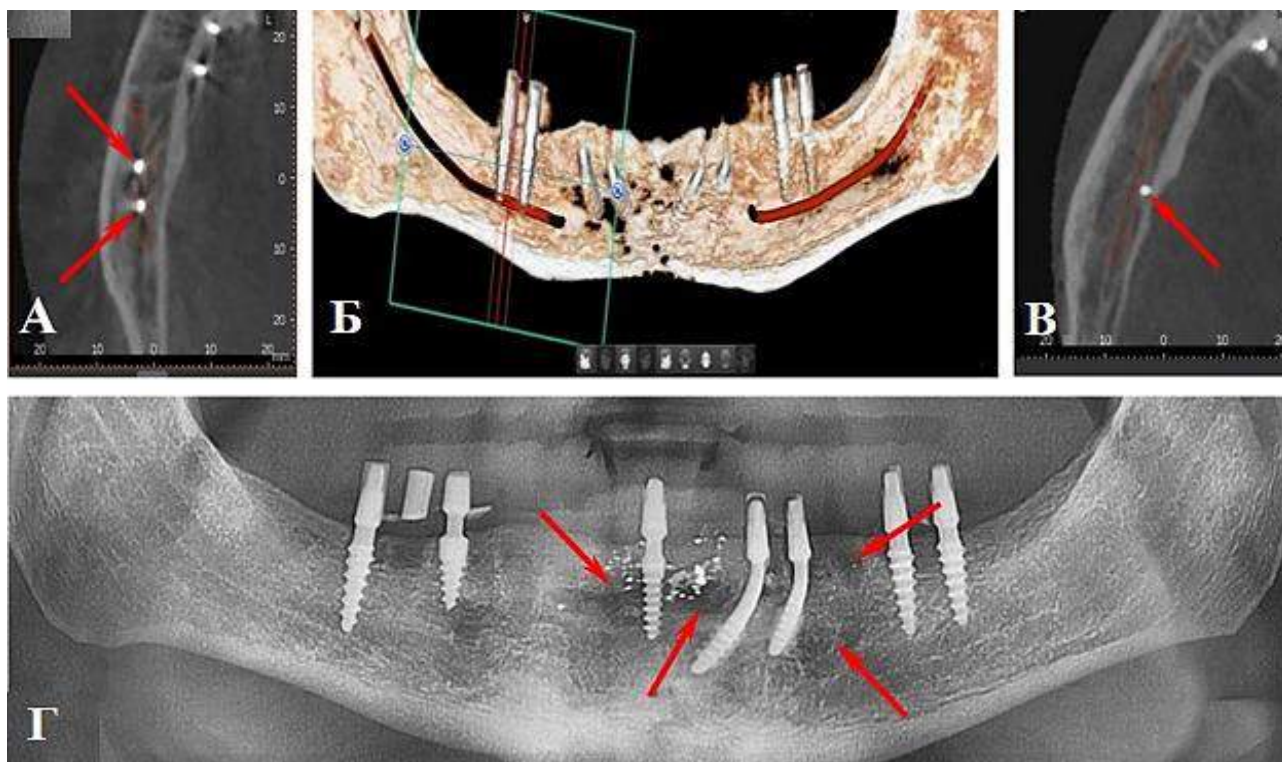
КТ зображення НЩ, представлене на корональному (Б) та аксилярних (А – права сторона, В – ліва сторона) зрізах у форматі 3D-реконструкційних моделей із відображенням ятрогенного впливу на морфологічні структури каналу НЩ; Г – патологічні осередки з різними ступенями деструкції кісткової тканини (панорамна рентгенографія після деінсталяції імплантатів на правій стороні).
